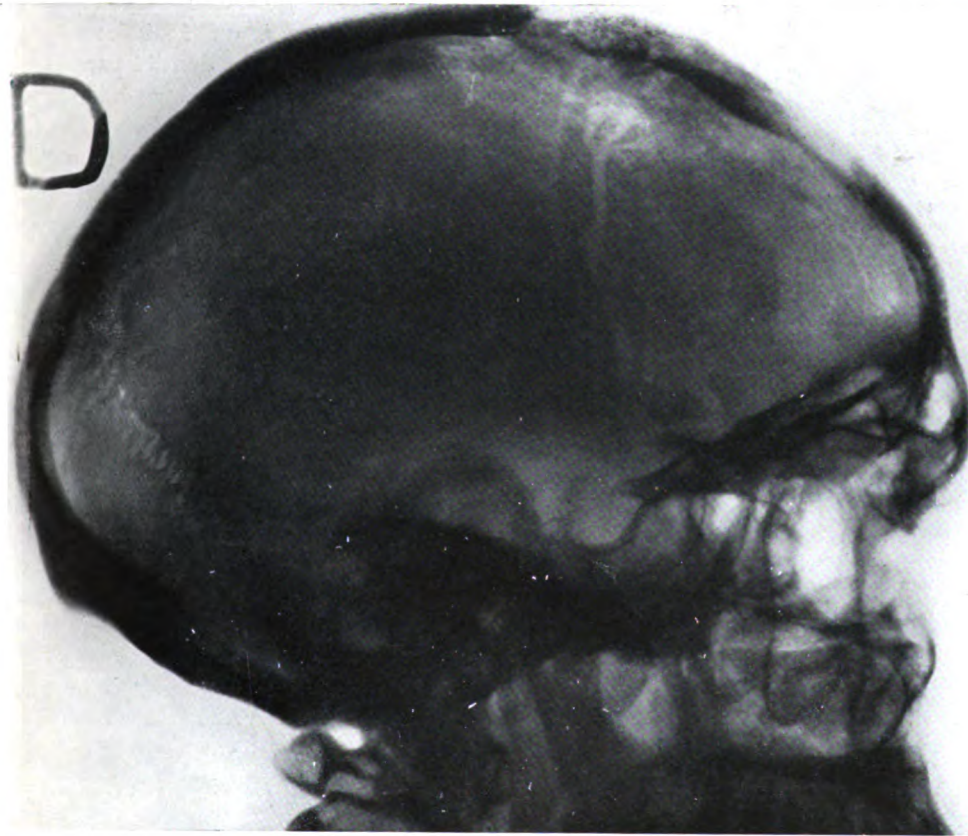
Radiographie de profil du même malade que dans la figure 6. Remarquer la disposition de la table externe, les spicules et les volumineuses empreintes vasculaires.
